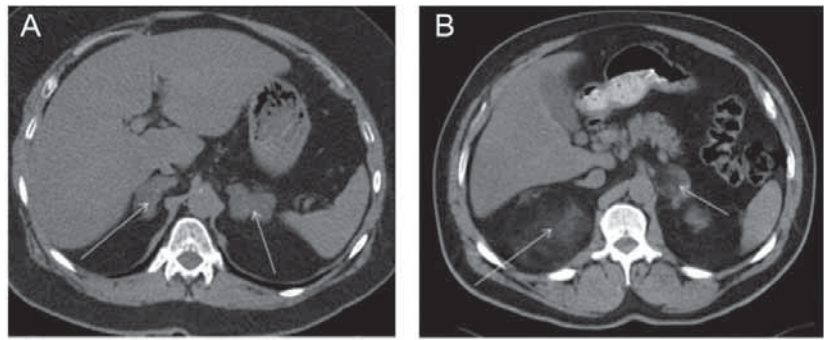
КТ-изображение двустороннего поражения надпочечников: (А) двусторонняя макронодулярная гиперплазия надпочечников; (В) двусторонние надпочечниковые миелолипомы (справа 10,7 × 9,5 см и слева 3,9 × 4,3 см) демонстрируют классические признаки миелолипомы с хорошо определяемым жировым перерождением в пораженных участках. Стрелочками указаны надпочечники
